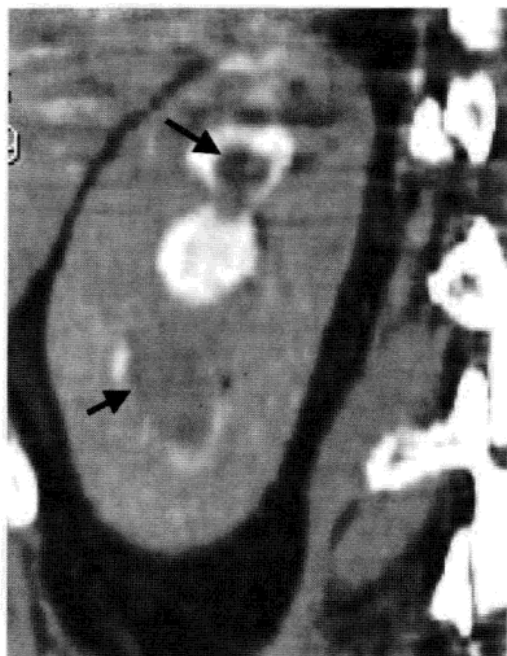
髓质坏死的患者 CT 尿路造影的排泄期显示扩张的肾盏内坏死的肾乳头。
